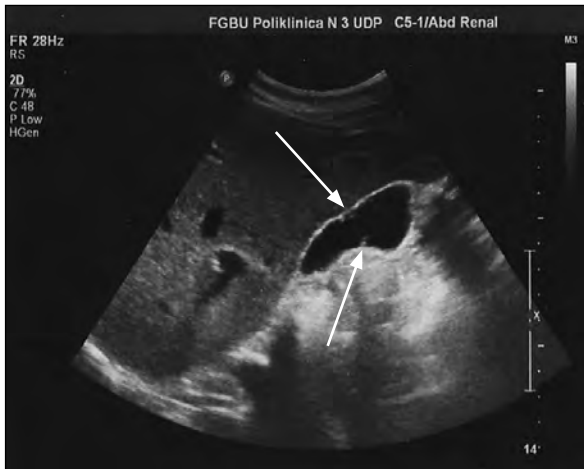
УЗИ желчного пузыря (BC 1 типа).
